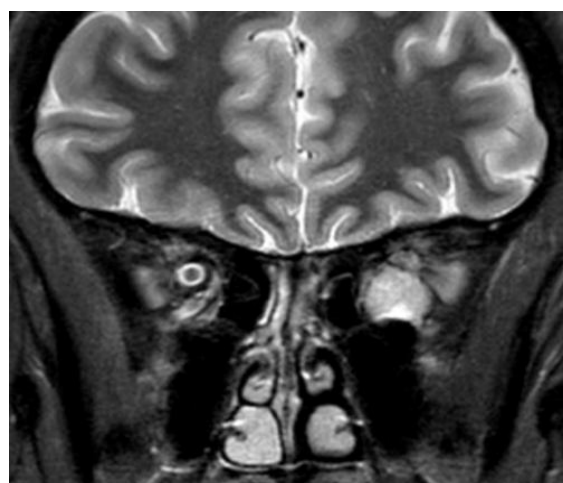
Une IRM pondérée en T2 en coupe coronale montrant un hémangiome orbitaire gauche
